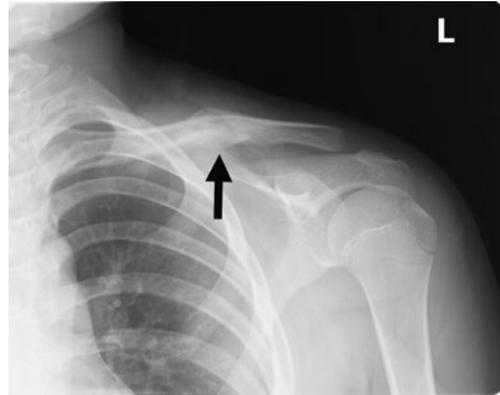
The follow-up radiography after six weeks : A fair amount of callus with bridging has occurred (arrow) .
